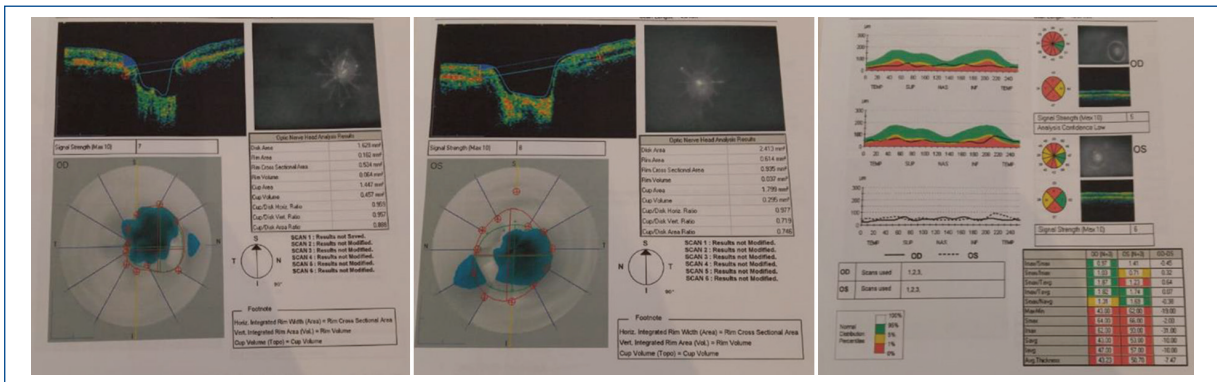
Tomografía de coherencia óptica de capa de fibras nerviosas de ambos ojos. Adelgazamiento generalizado en el ojo derecho y de predominio superior-inferior en el ojo izquierdo.
